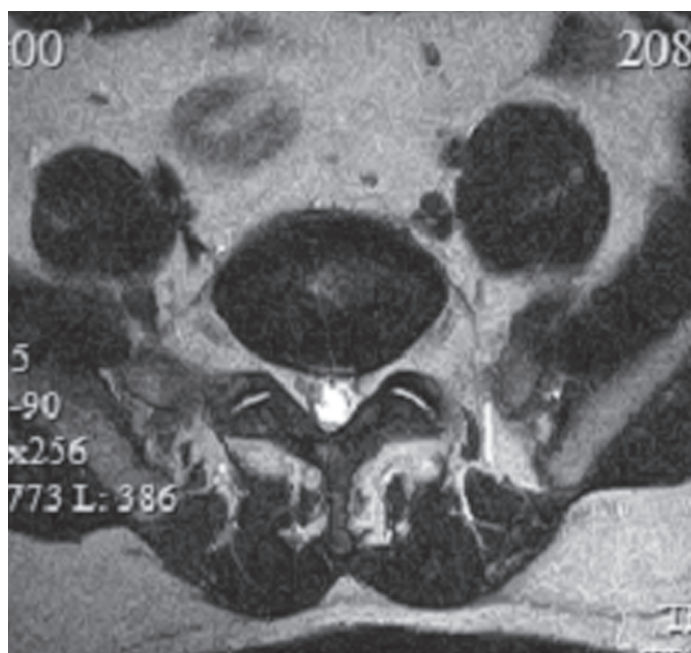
МРТ. Т2-ВИ. Центральная протрузия диска L5–S1. Протрузия диска L4–L5 не распространяется за пределы плоскостей субхондральных пластинок
